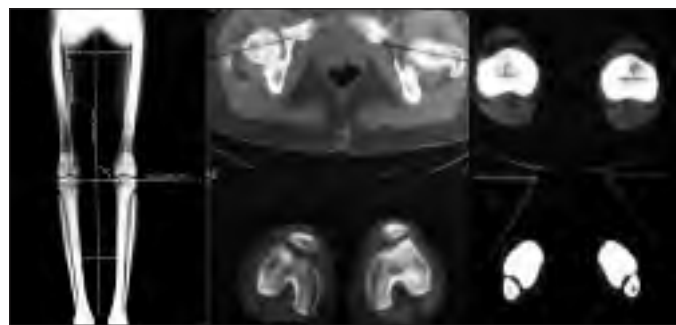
Telemètrica i TAC per introducció de dades al programa OsteoView.
